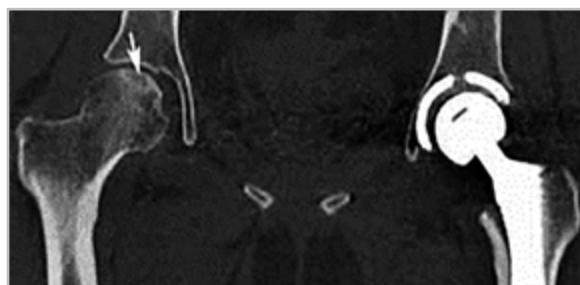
Компьютерная томограмма тазобедренных суставов в корональной проекции: в верхнем субхондральном отделе головки правой бедренной кости определяется участок разрежения костной структуры с наличием демаркационной линии (*стрелка*); левый сустав замещен эндопротезом, положение его удовлетворительное
